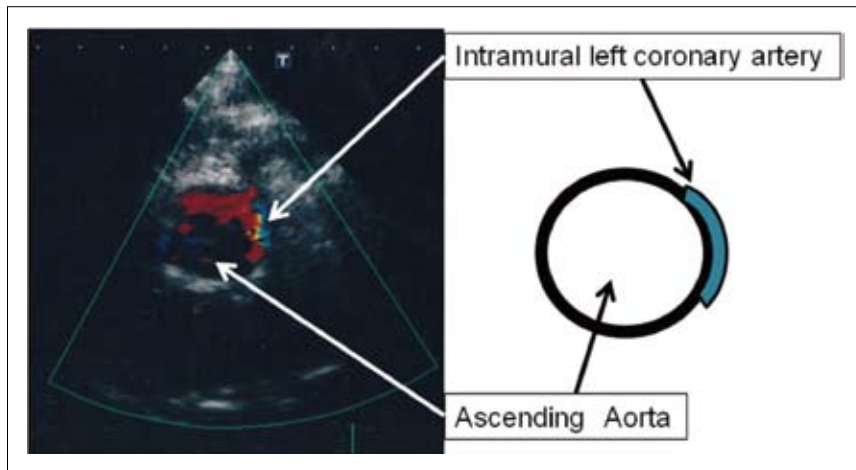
Preoperative transthoracic echocardiography showed the intramural left coronary flow as color Doppler flow into the wall of the ascending aorta from anterior to posterior.
